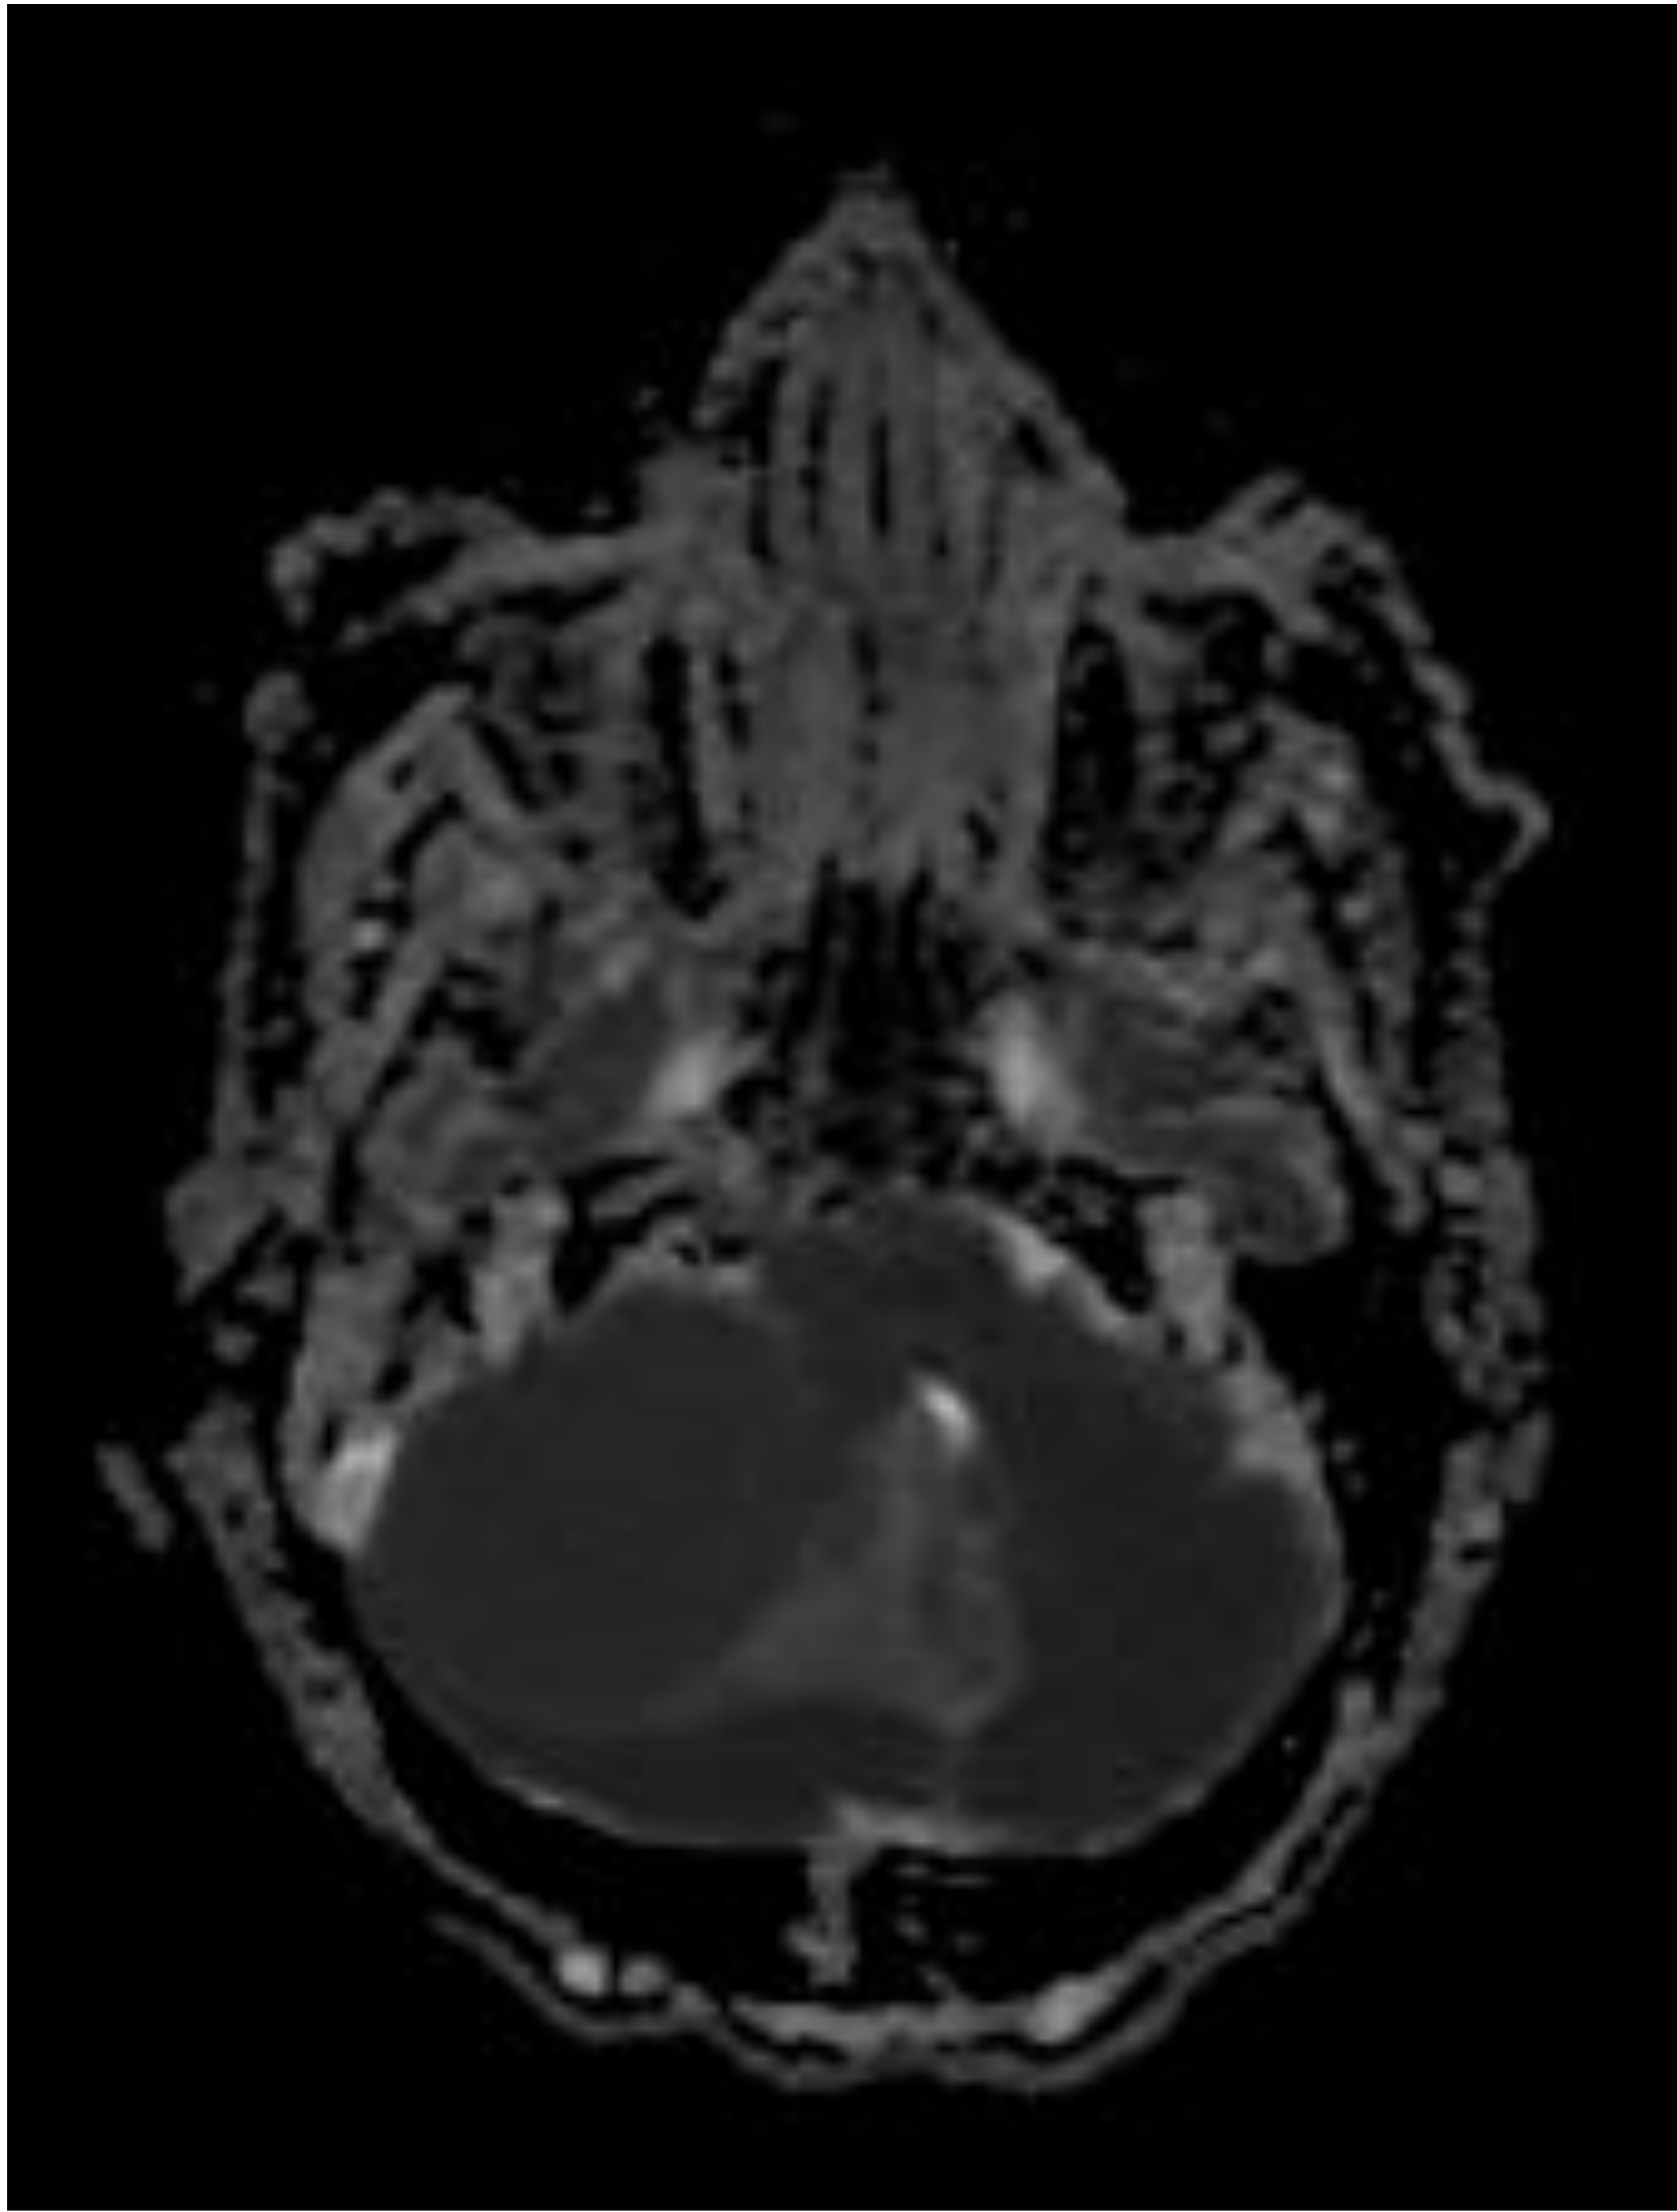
RM: Difusión y gadolinio
